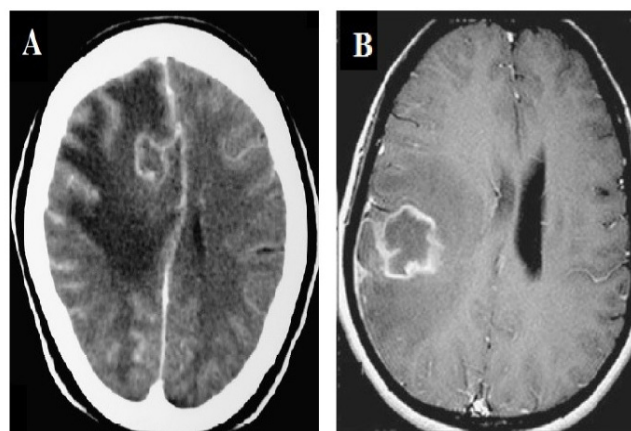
A. TC de crânio axial contrastada, com lesão anelar hiper-captante de contraste em região parassagital frontal direita, edema perilesional e desvio da linha média. B. RM do encéfalo em corte axial ponderada em T1, evidenciando lesão parietal direita com impregnação periférica pelo contraste e moderado edema vasogênico perilesional. Nota-se componente central hipocaptante que corresponde à necrose.
